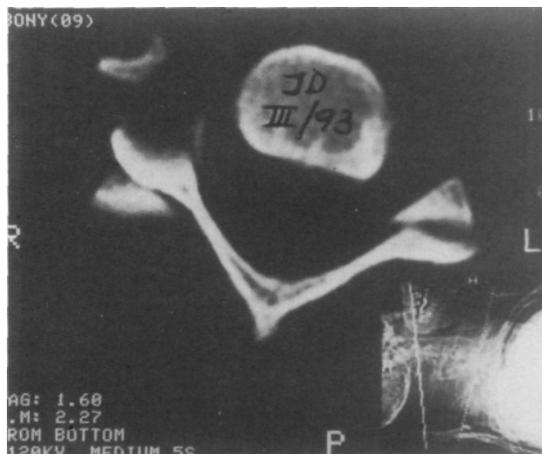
Corte de TAC a nivel C5-C6. Se observa la luxofractura del macizo articular derecho y la disrupción articular izquierda.
